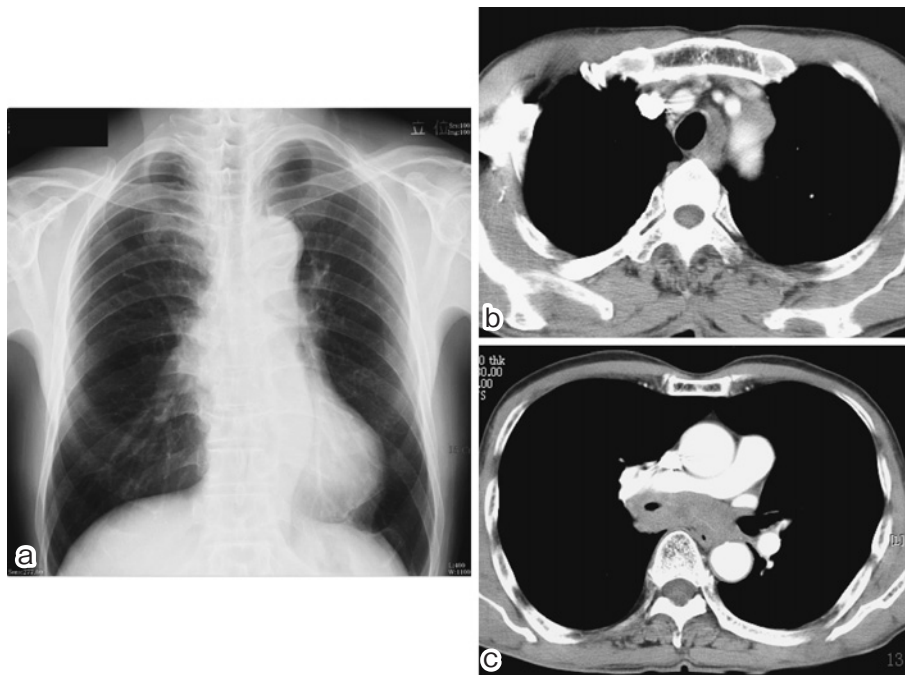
a: A chest X-ray film on first admission shows a mass around the hilum of the right lung. b, c: Chest CT on first admission shows mediastinal lymphadenopathies and bronchial stenosis.
